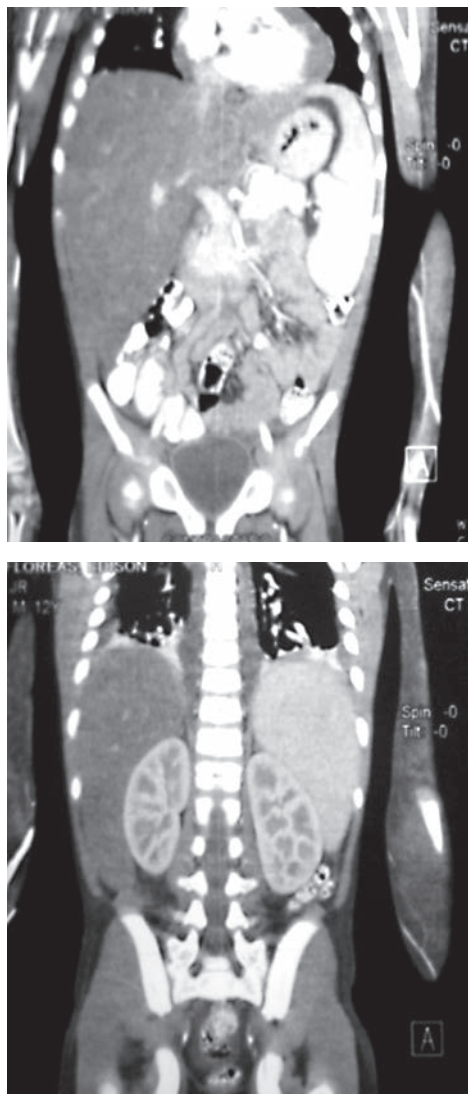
Tomografía de tórax, abdomen y pelvis (planigrafía): hepatoesplenomegalia moderada. Cortesía del Servicio de Imagenología del Hospital Carlos Andrade Marín.
